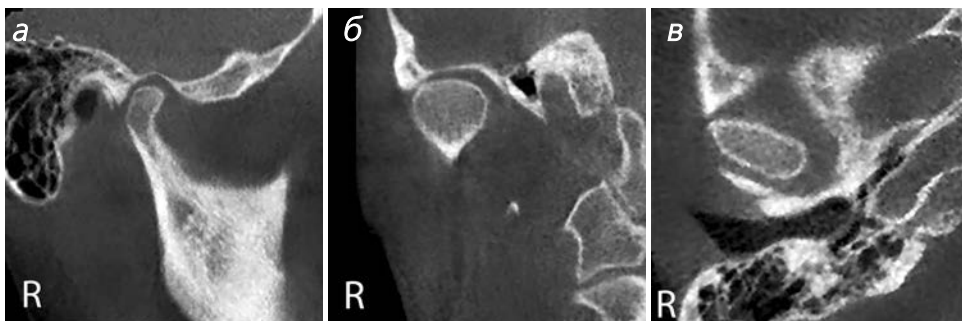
Конусно-лучевые компьютерные томограммы ВНЧС справа: срезы в боковой (а), прямой (б) и аксиальной (в) проекциях. При закрытом рте пациента головка нижней челюсти смещена вниз, кзади и кнаружи
